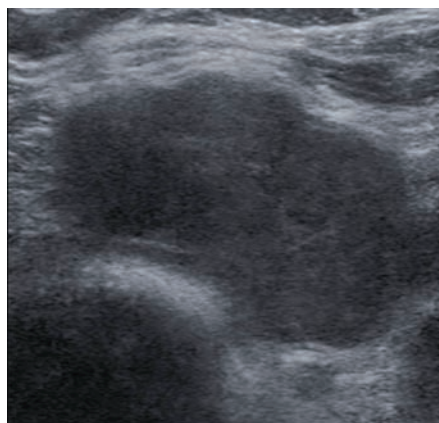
Aspect échographique d'une récurrence locale dans la loge de thyroïdectomie d'un cancer thyroïdien folliculaire (coupe transversale)
